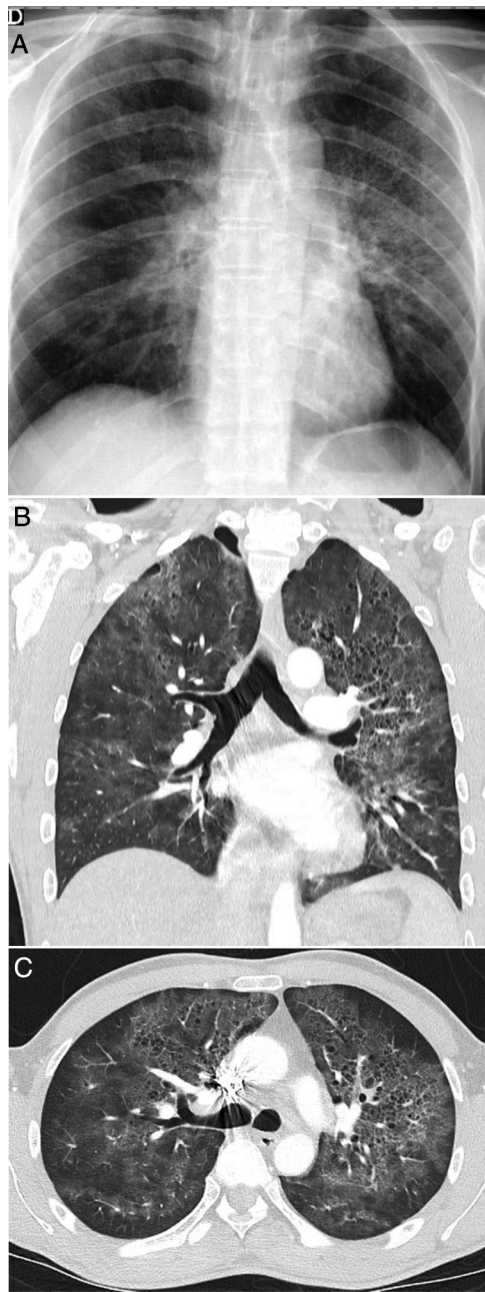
Varón de 42 años, sin antecedentes de interés, que acude durante la pandemia por fiebre y disnea de 3 semanas de evolución acompañadas de hipoxemia, linfopenia y elevación de dímero D y LDH. La radiografía de tórax (A) muestra opacidades pulmonares de predominio perihiliar y en los dos tercios superiores de los pulmones, con pequeñas imágenes quísticas en el lado izquierdo. Una angio-TC para descartar tromboembolismo pulmonar (B y C) mostró la presencia de opacidades de atenuación “en vidrio deslustrado” con discreto predominio superior y tendencia a respetar la periferia pulmonar, acompañadas de lesiones quísticas aéreas de paredes finas. Se sospechó que se trataba de una neumonía por *Pneumocystis jirovecii*, que fue confirmada por lavado broncoalveolar y posteriormente se confirmó positividad para el virus de la inmunodeficiencia humana.
